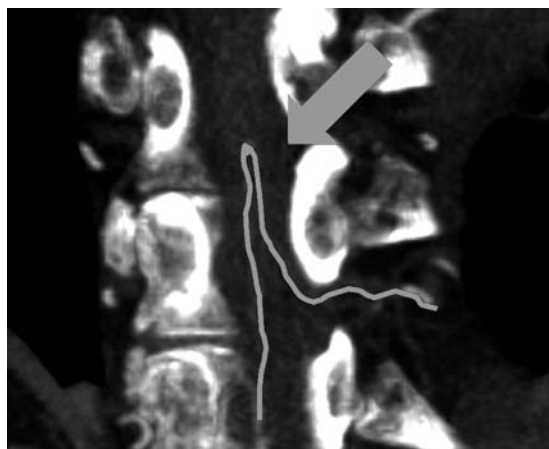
Arteria di Adamkiewicz evidenziata in bianco, TC ricostruzione MPR.
